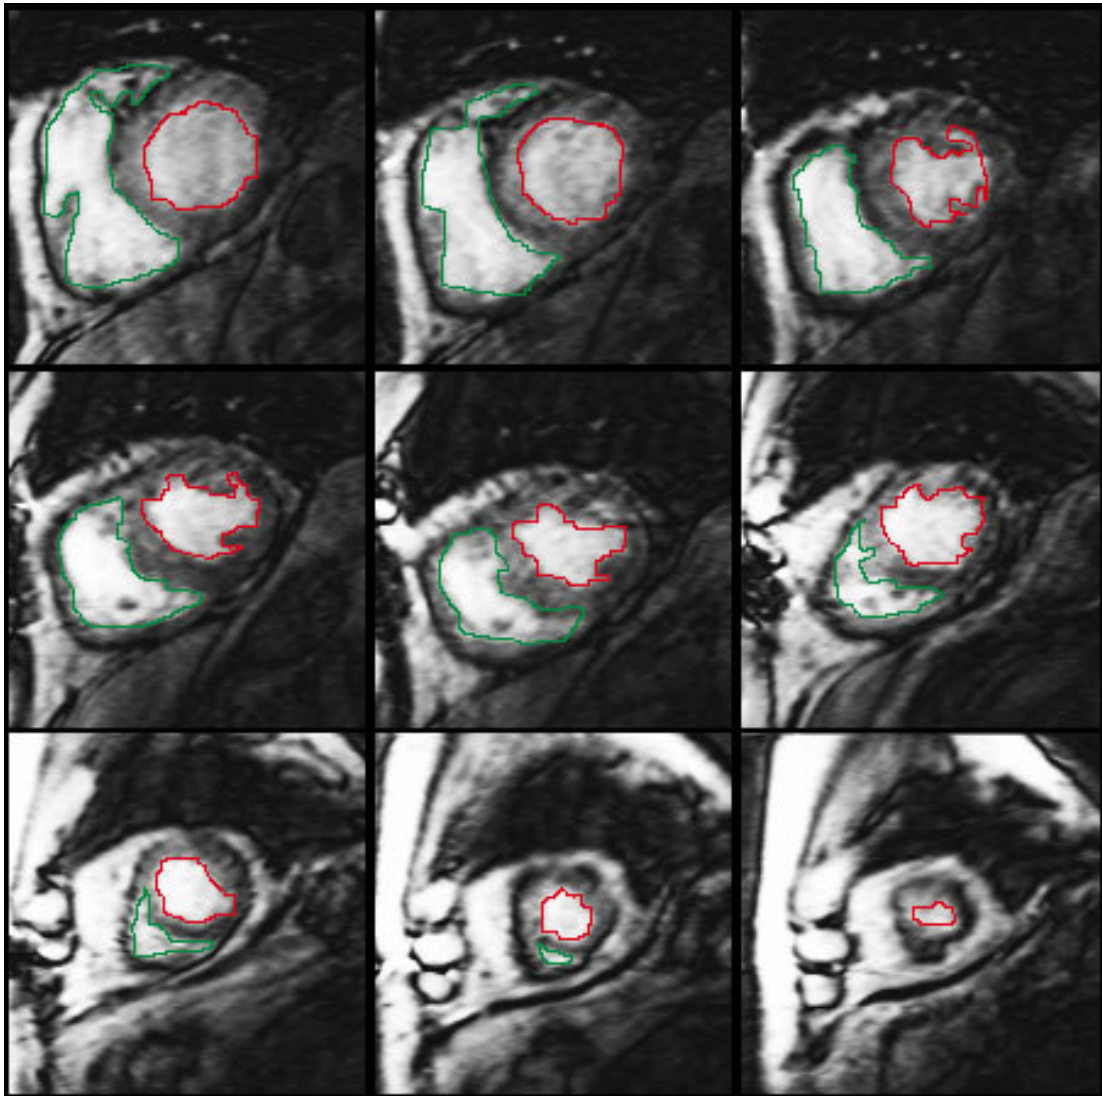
Messung des linken und rechten Ventrikelinnenvolumens während der Diastole in der MRT.
